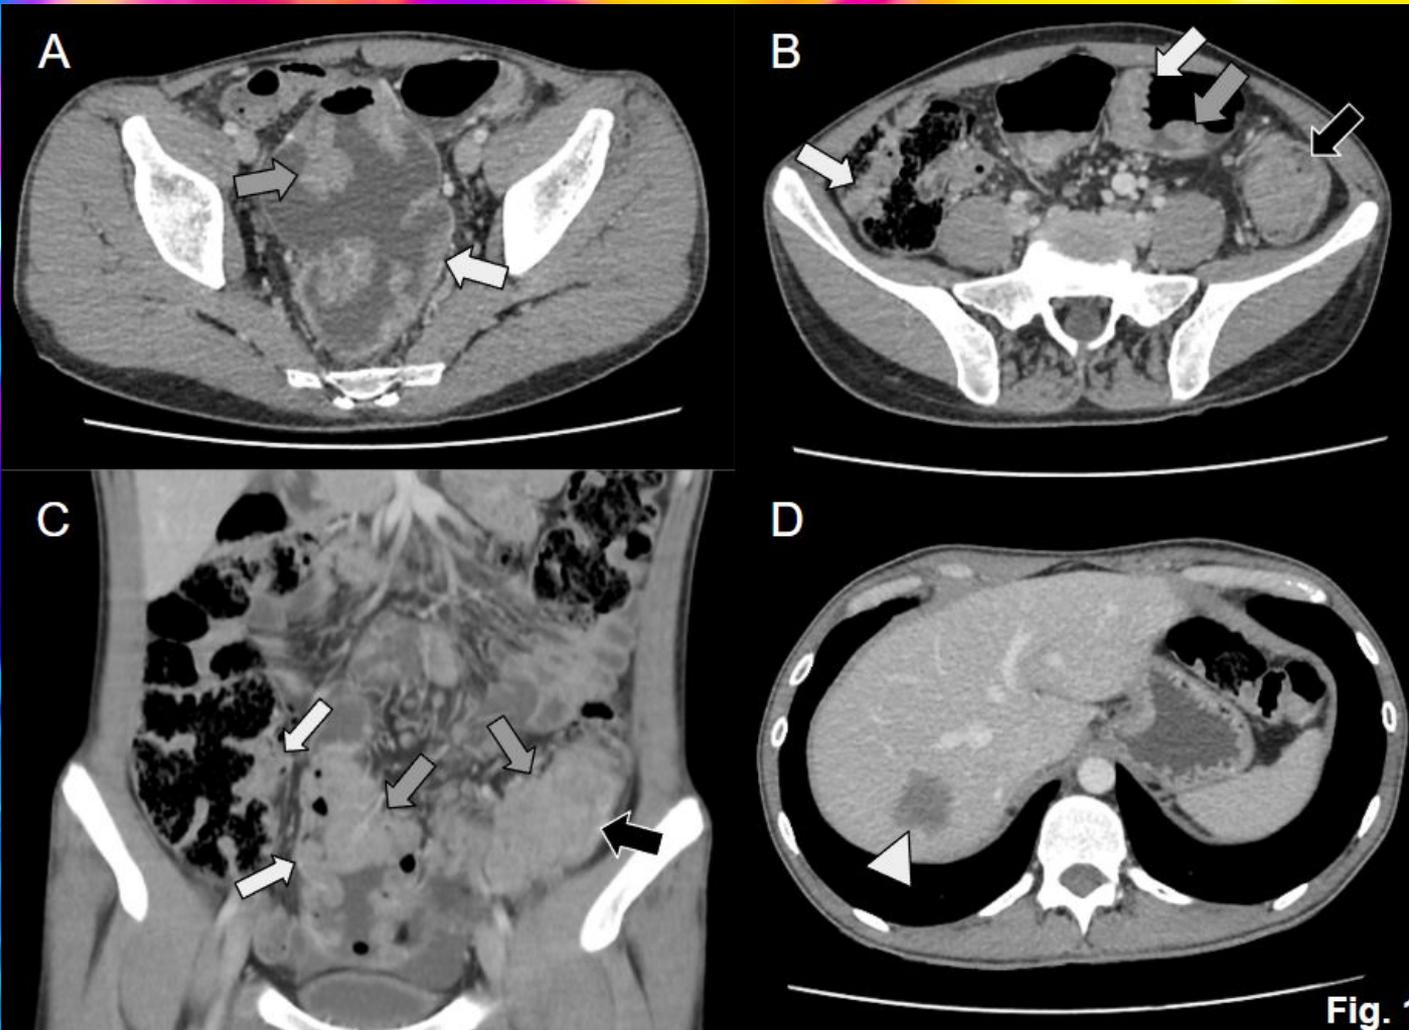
TC ABDOMEN C/C (ev) -Fase Portal- Cortes Axiales (A-B-D) y Coronal (C)
